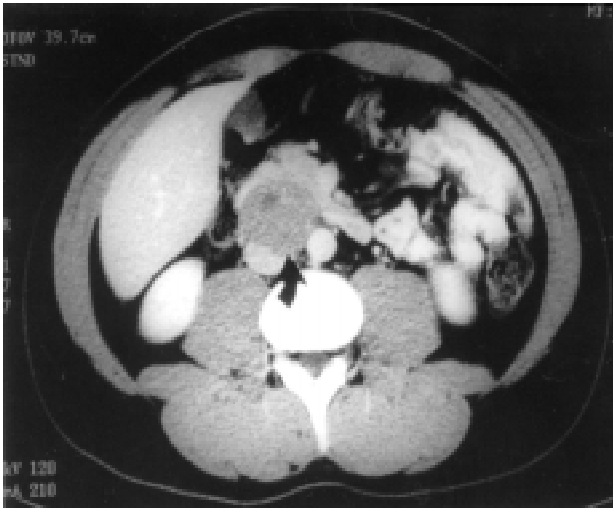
Computed tomography scan of patient with retroperitoneal mass following radical orchiectomy for non-seminomatous germ cell tumor (pre-chemotherapy).
